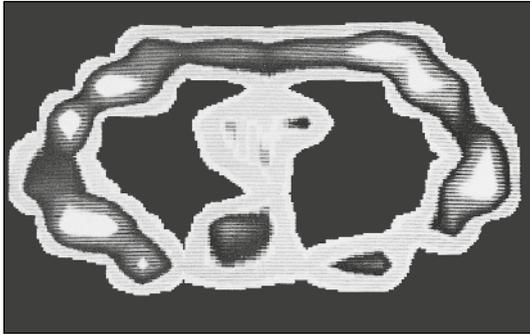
Primera imagen de Resonancia Magnética, torácica, obtenida en 1977. El tiempo de realización fue de 4,5 horas.*
